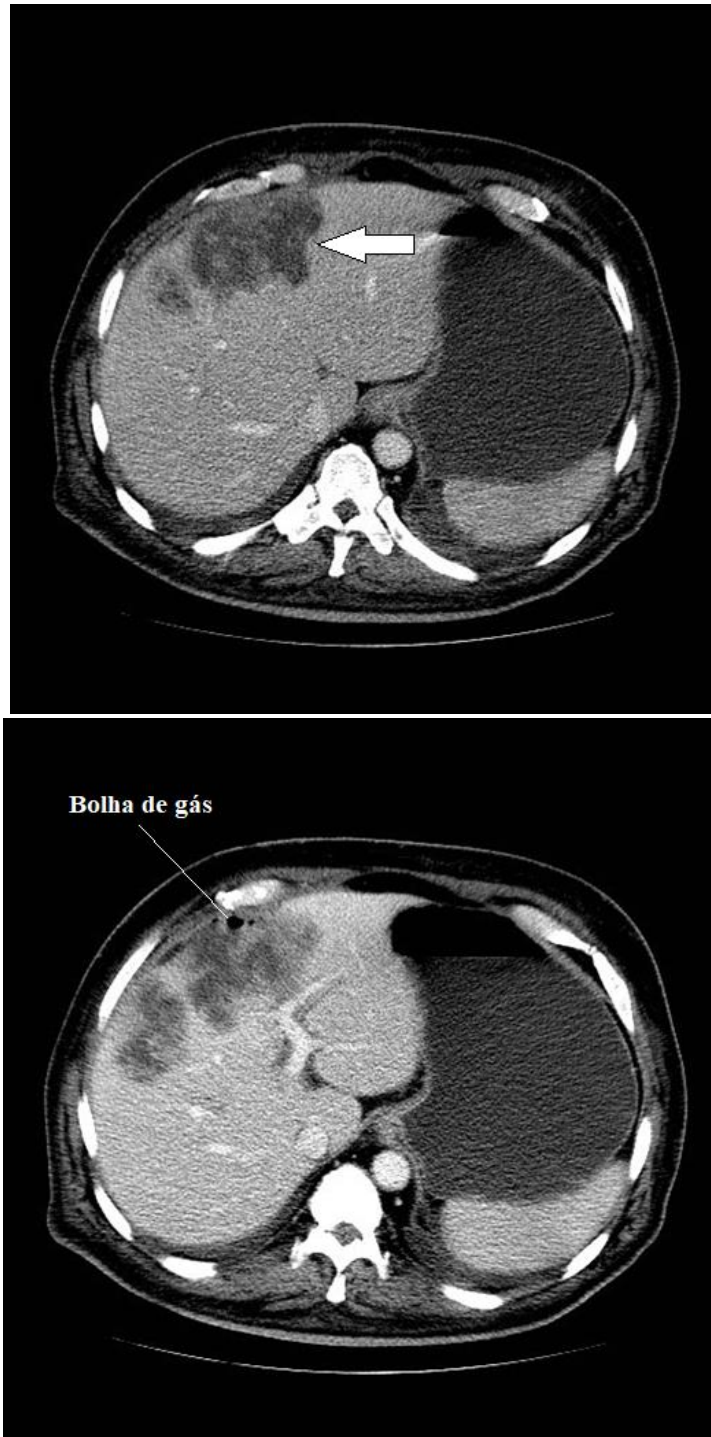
26.12b:A, TC com contraste demonstrando lesões no lobo direito hepático, multiloculadas e com realce periférico ao meio de contraste. Em B, observa-se gás no maior abscesso.
